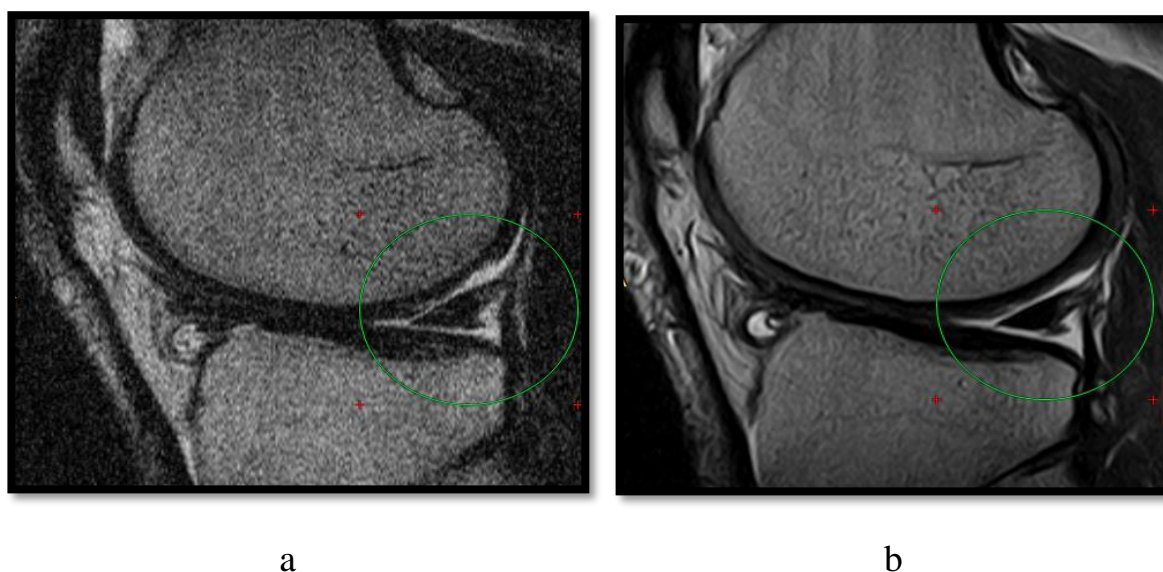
Данные МРТ у пациента Б: а- до операции; б- спустя 6 месяцев после лазерной обработки очага хондропатии
